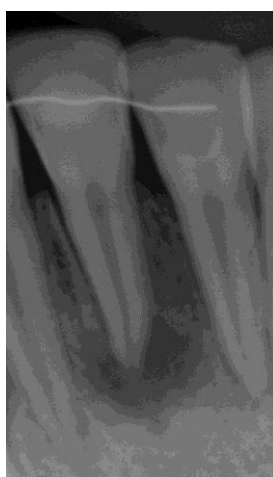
Рентгенограма 41 зуба до проведення ендодонтичного лікування.
